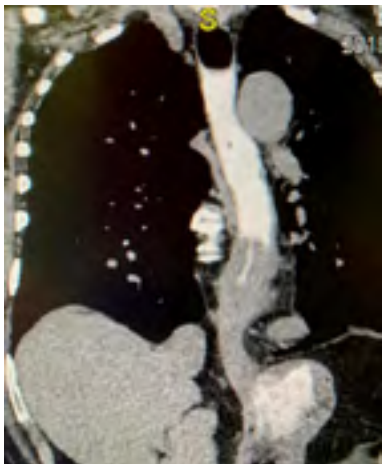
МСКТ больного Е.
